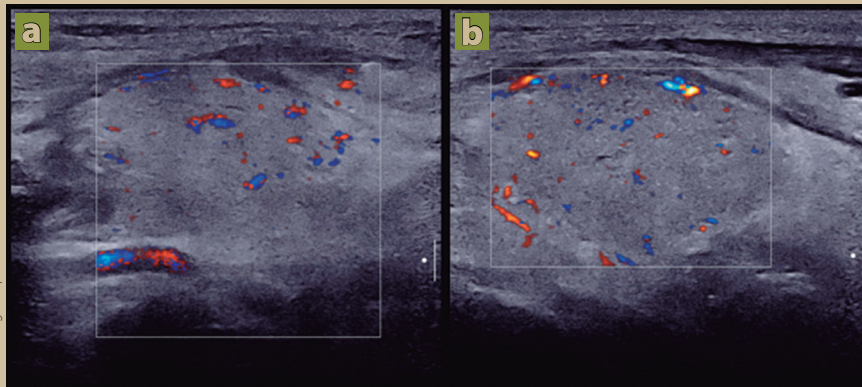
Ultrasonido modalidad Doppler-color, donde se observa disminución de la vascularidad en ambos lóbulos, tanto a) derecho, como b) izquierdo.
